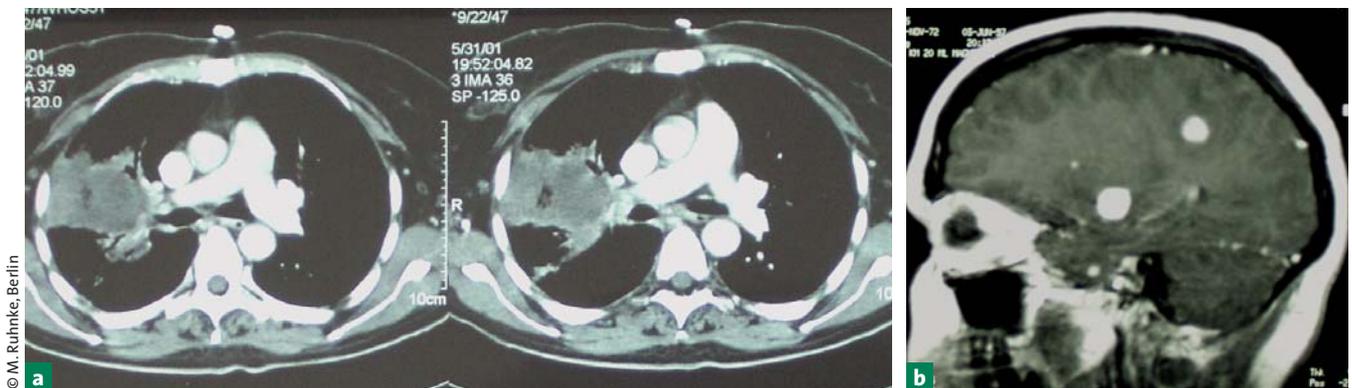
a + b: (a) Pulmonale Aspergillose bei einer Patientin mit akuter Leukämie: In der hoch auflösende Computertomografie (HR-CT) sind Zeichen der Einschmelzung (Konsolidierung) sichtbar. (b) Nachweis von Granulomen (zwei weiße runde Herde) einer ZNS-Kryptokokkose in der Magnetresonanztomografie des ZNS.
